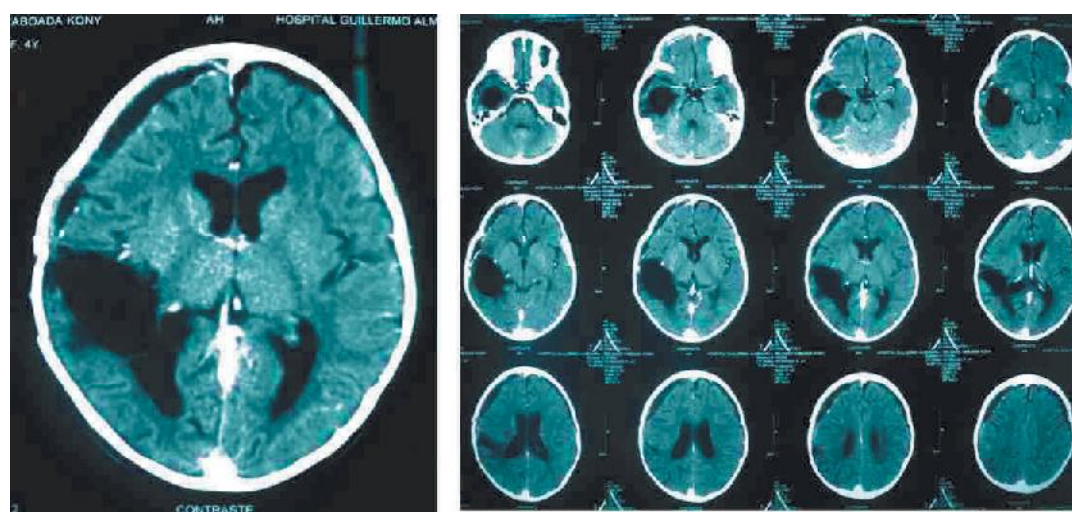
Tomografía post operatoria que muestra la resección total del tumor intraventricular temporal derecho con resolución del higroma subdural.
